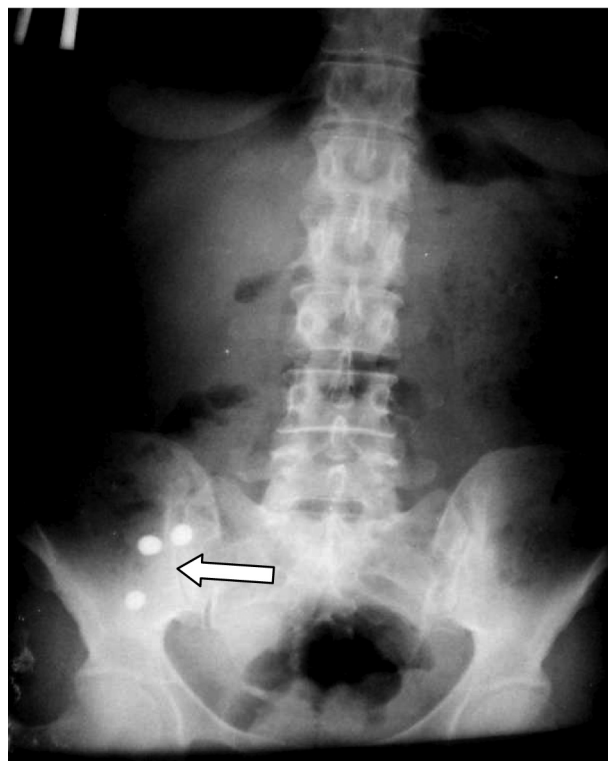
Обзорная рентгенограмма брюшной полости. Метод исследования "контрастной меткой". Места группировки "контрастных меток" в тощей кишке у места стеноза.
